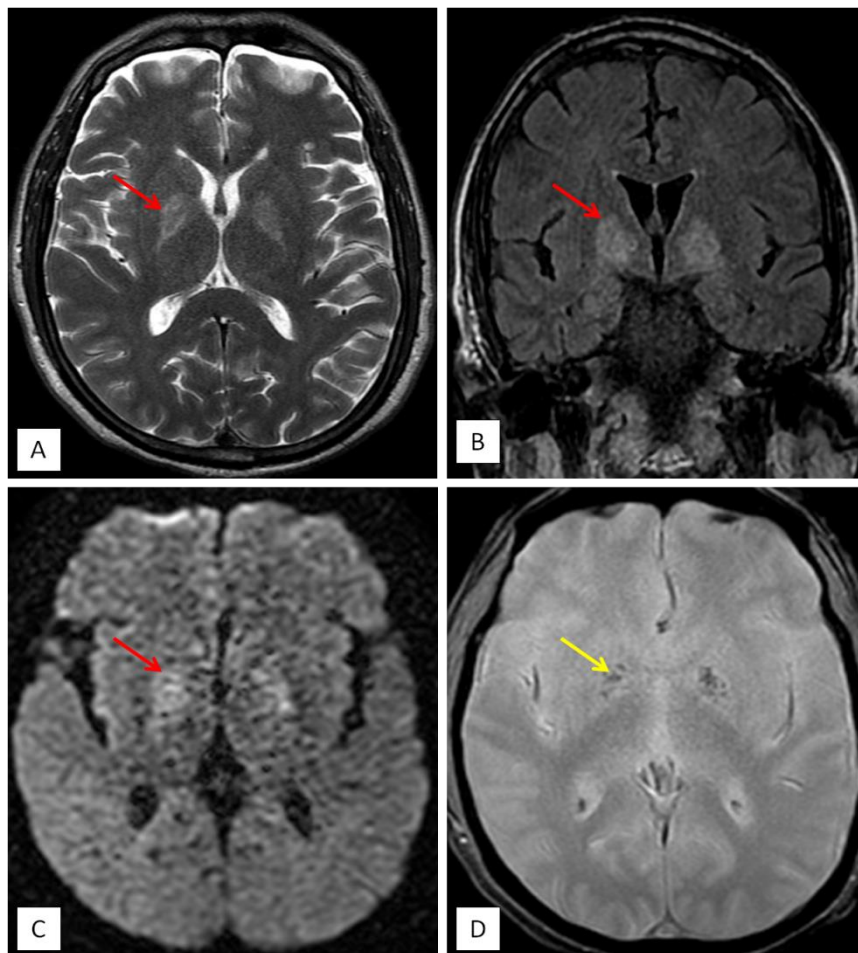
L'IRM cérébrale objective la présence de plages pallidales (flèches rouges) bilatérales et symétriques en hypersignal T2 (coupe axiale : A) et FLAIR (coupe axiale : B), restrictives en diffusion (coupe axiale : C), avec présence de stigmates de sang en T2* (flèche jaune : coupe axiale : D) : nécrose hémorragique des noyaux lenticulaires.
